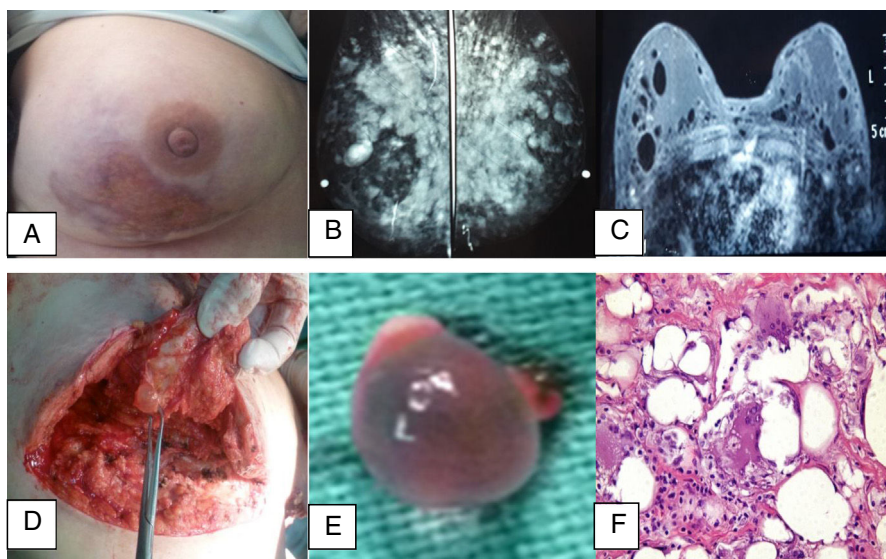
A) Vista frontal de la mama derecha. Se resalta área de piel atrofiada y ulceración con exposición del agente modelante. B) Mamografía bilateral. C) Resonancia magnética nuclear. D y E) Imágenes transoperatorias que muestran las perlas y cavernas que se formaron en el tejido mamario. F) Estudio por hematoxilina y eosina.
